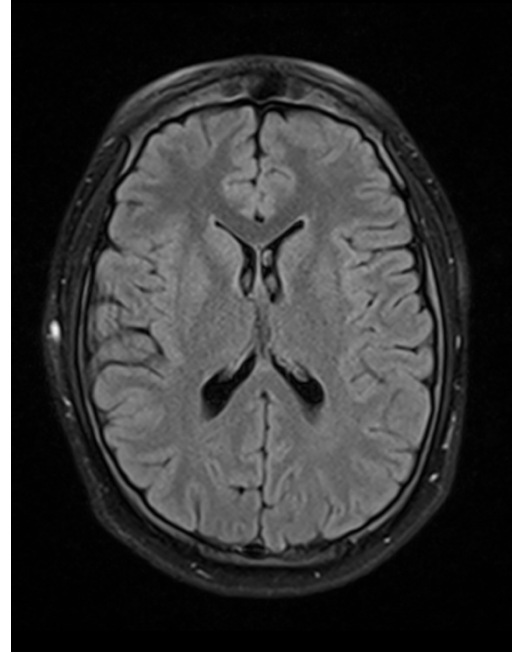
Beispiel Atrophie 1: Grad 0 – FLAIR
